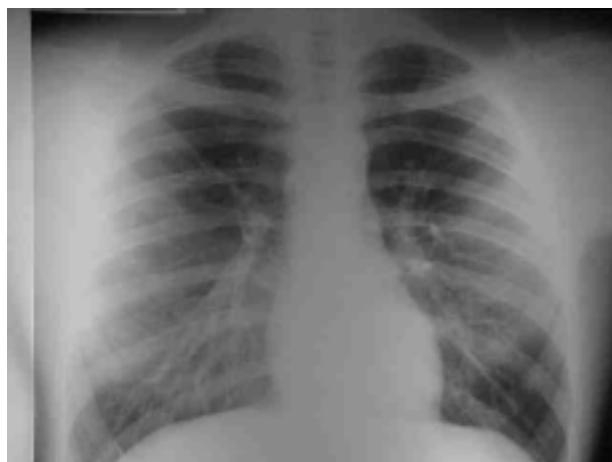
Radiografía de tórax frente a los 30 días de tratamiento
